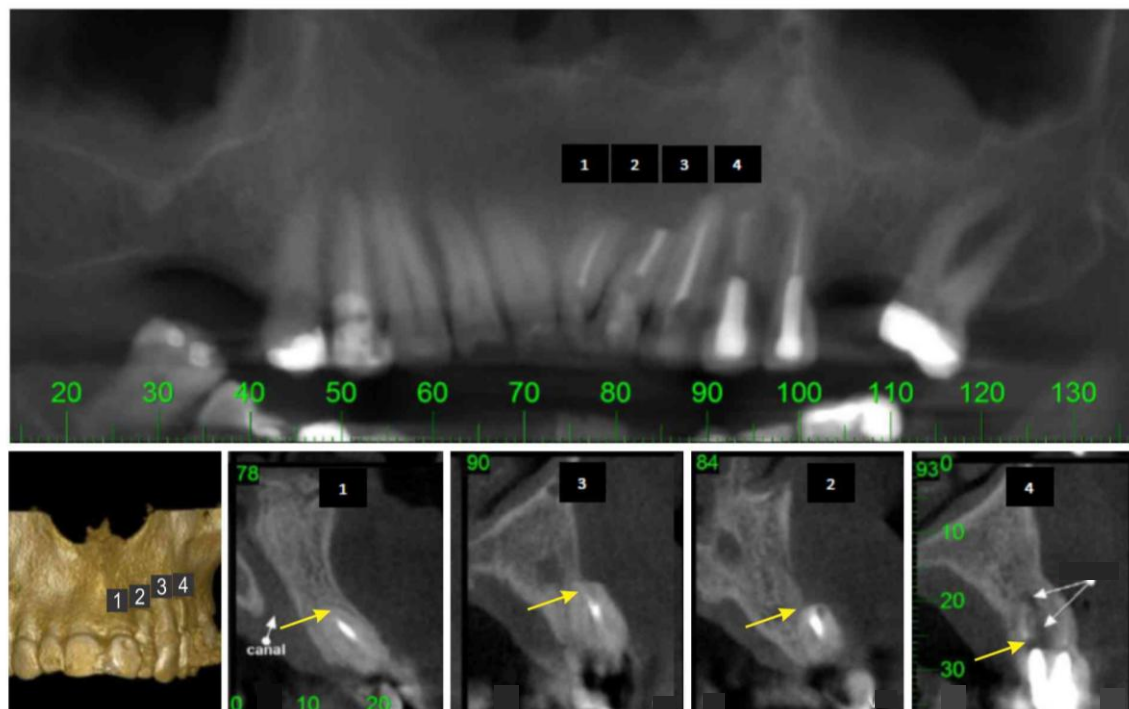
Tomografia Final: dentes 1,3 retroobturados com cimento PBEA apresentando reparação total da ferida. Dentes 2,4 retroobturados com cimento MTA. Dente 2 apresentando reparação total da ferida. Dente 4 redução da ferida.
